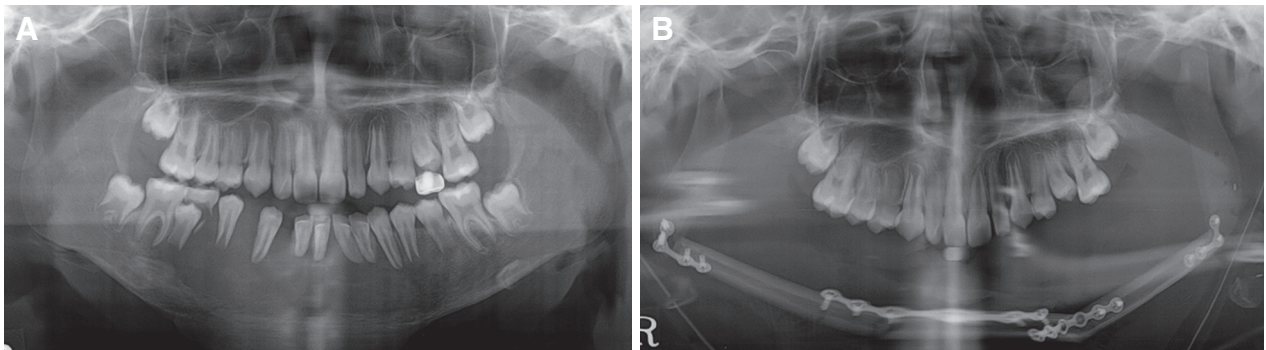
Panoramic radiographs. (A) Pre-operation, (B) Post-operation.
